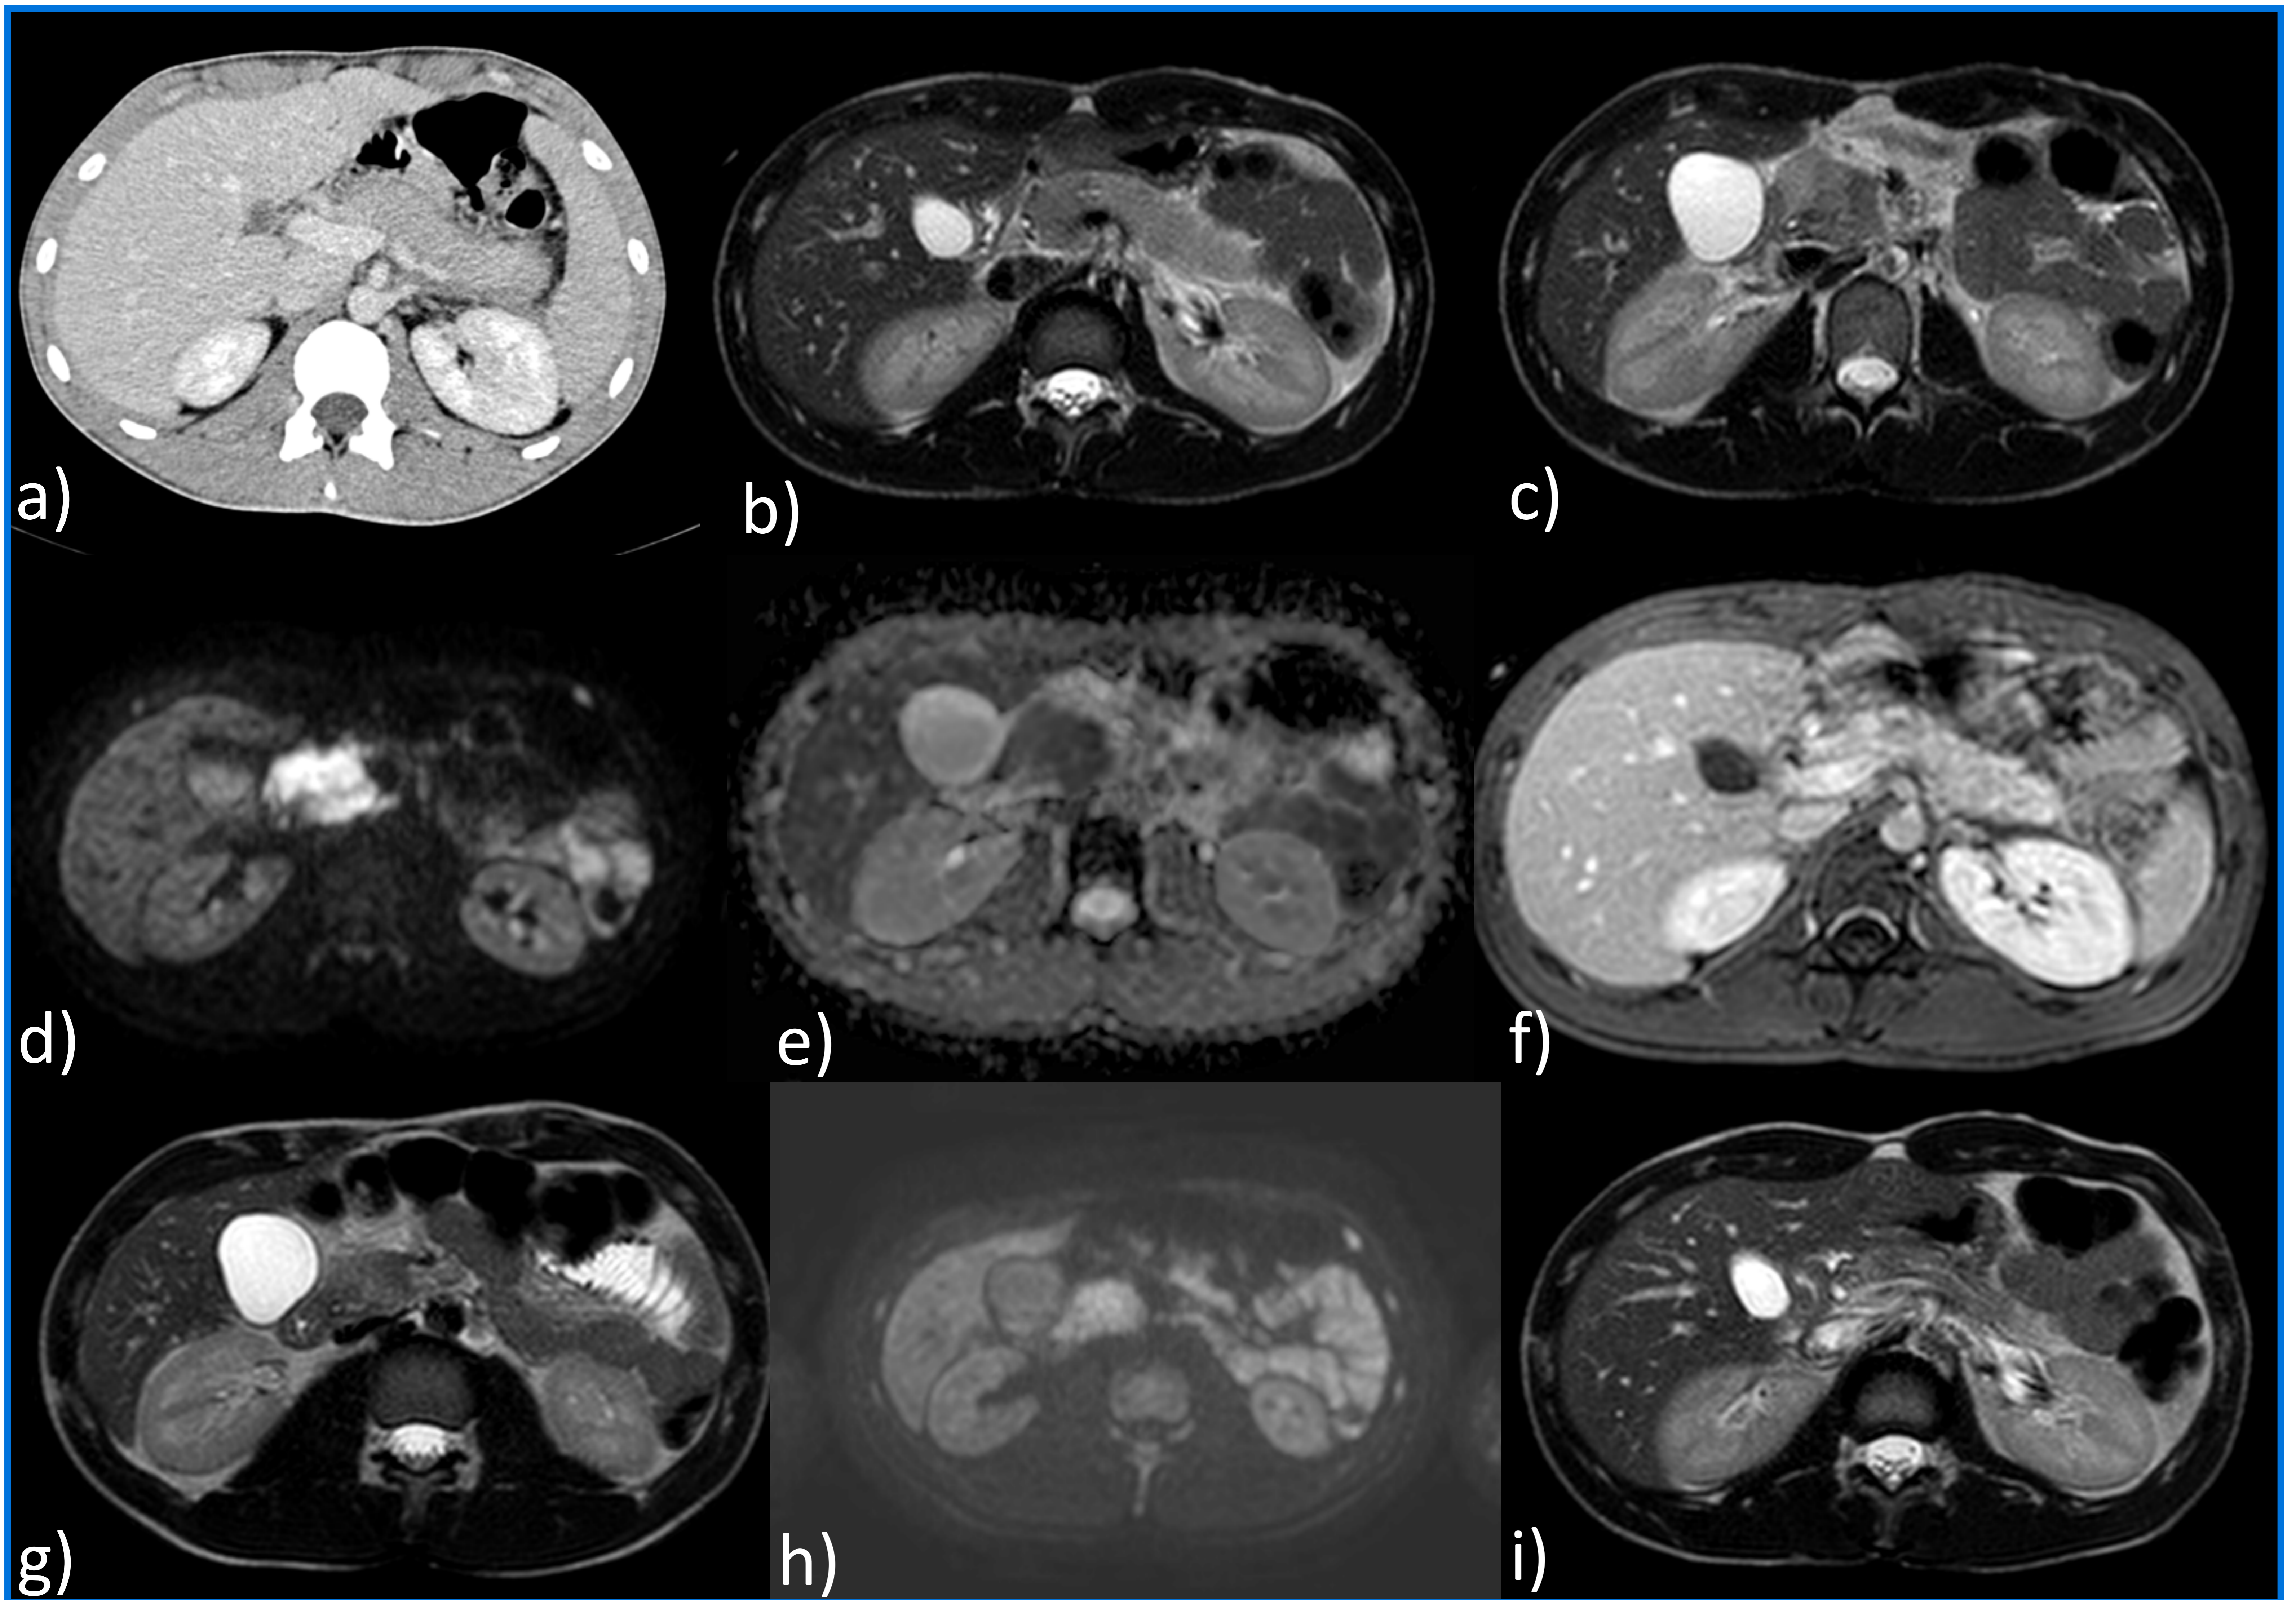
Varón de 19 años, que presenta cuadro de 3 meses de evolución de dolor abdominal, por lo que acude en 3 ocasiones a urgencias, ingresando finalmente para estudio. En primera exploración TC de abdomen (a) se identifica un agrandamiento difuso de la glándula pancreática y una banda hipodensa peripancreática, interpretada inicialmente como líquido peripancreático. A los pocos días se realiza una RM en la que se identifican similares hallazgos en secuencias morfológicas T2 (b y c), descartándose la presencia de líquido peripancreático, asociando además un estrechamiento irregular del conducto pancreático y leve disminución del calibre del colédoco intrapancreático, mostrando la glándula pancreática marcada restricción en el estudio de difusión y mapa ADC (d y e). Realce glandular preservado con CIV (f). Estos hallazgos se pusieron, en el contexto clínico, en posible relación con PAI, instaurándose tratamiento con esteroides. Al mes del inicio del tratamiento se objetiva resolución de los hallazgos, sin zonas pancreáticas de restricción a la difusión, y menor estrechamiento ductal (g, h, i).
